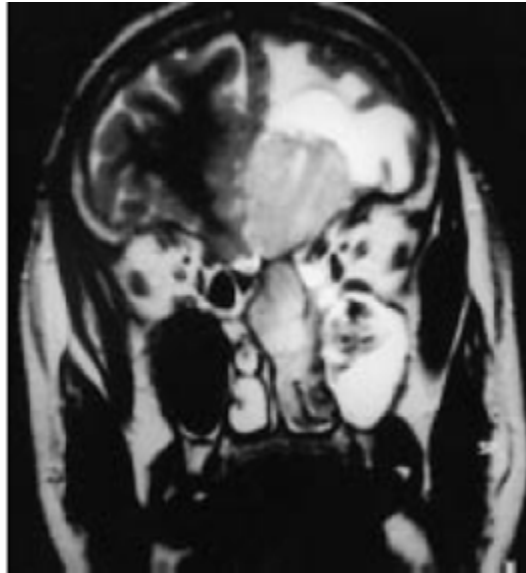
IRM coupe coronale en séquence pondérée T2. La lésion apparaît hyperintense par rapport au parenchyme cérébral. (Iconographie du service ORL Professeur El Alami)
